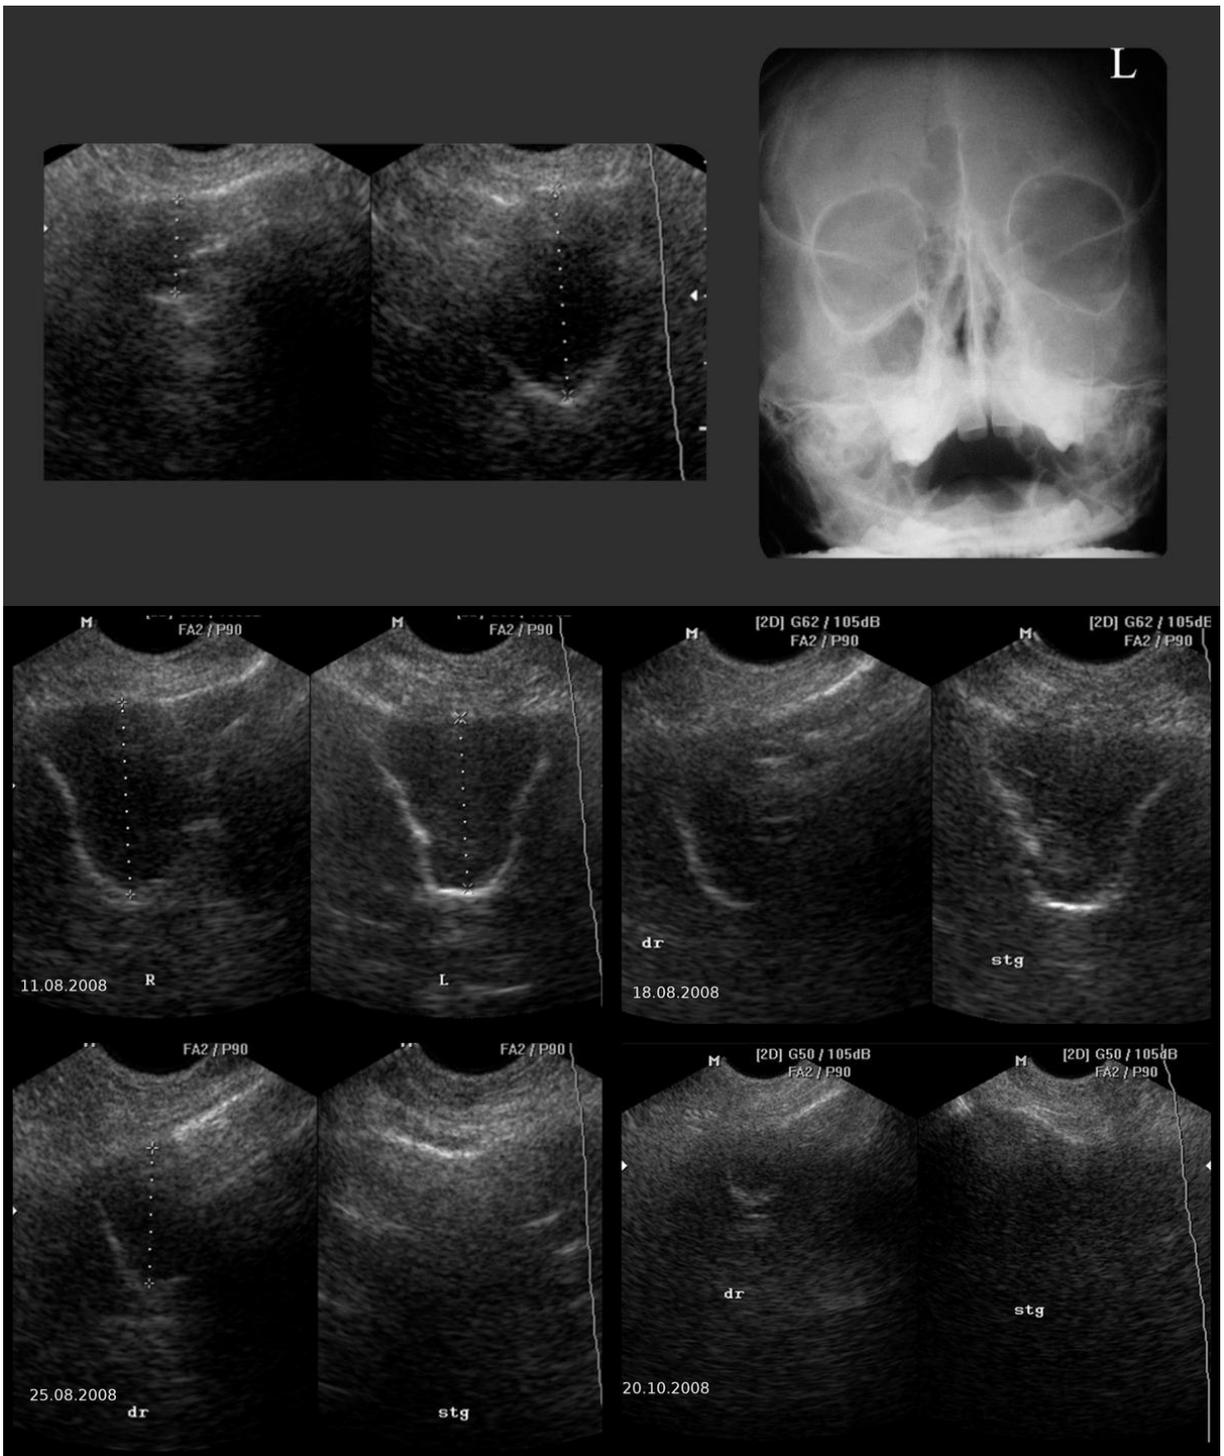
Ультразвуковое исследование и рентгенография и околоносовых пазух.
